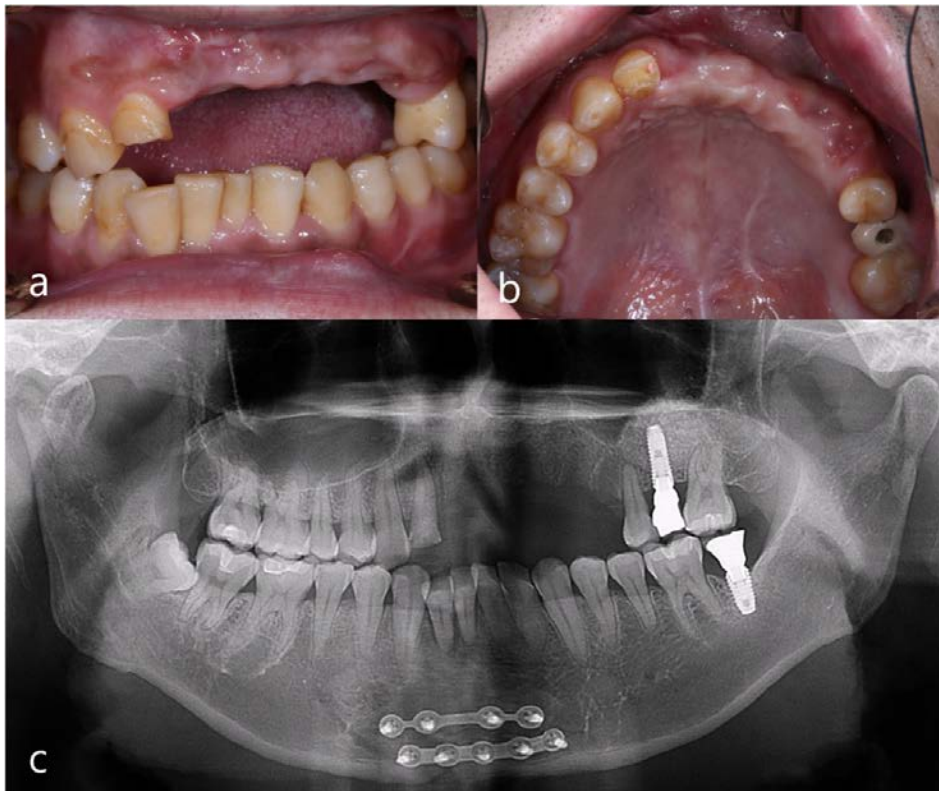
Initial examination. (a, b) Clinical photographs, (c) Radiograph.
